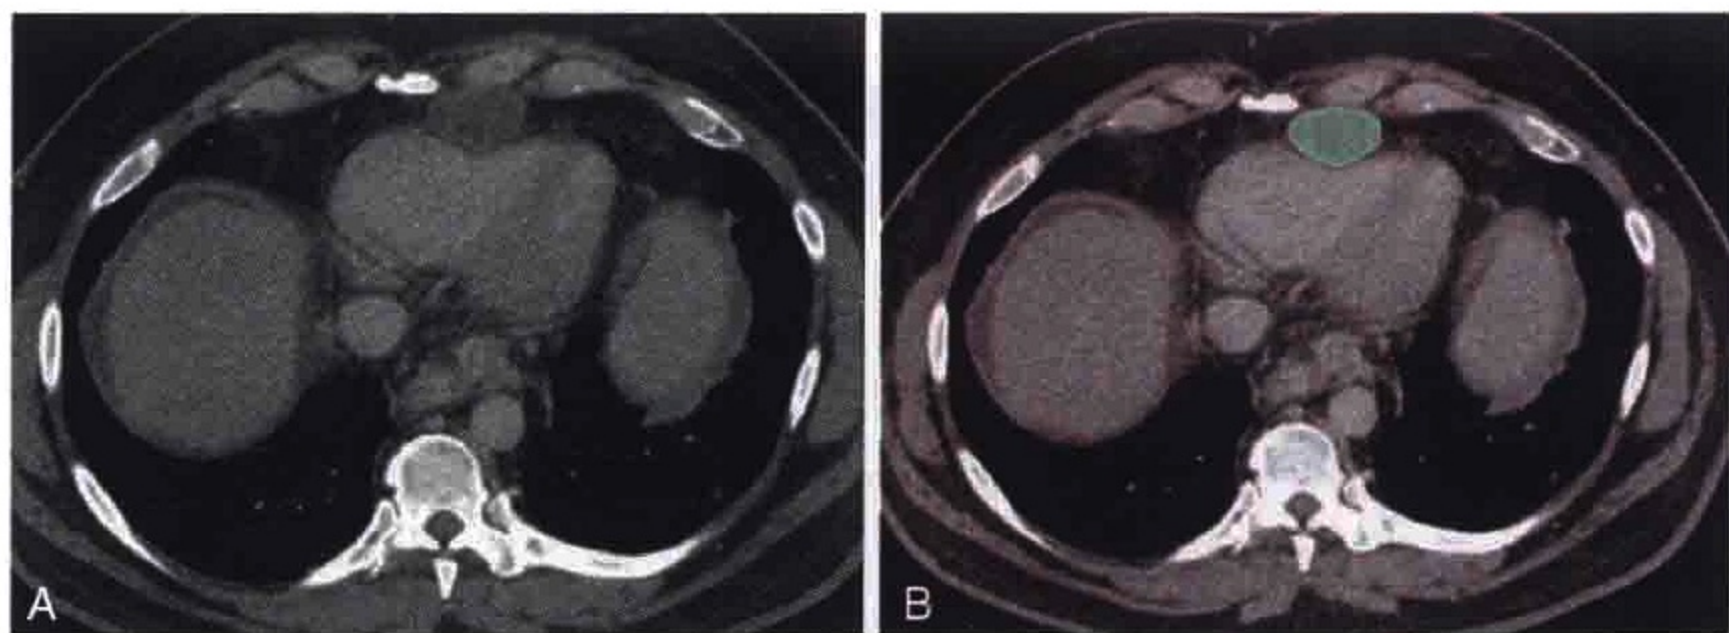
胸部横轴位CT增强扫描显示肝细胞癌引起心包淋巴结肿大(绿色)
